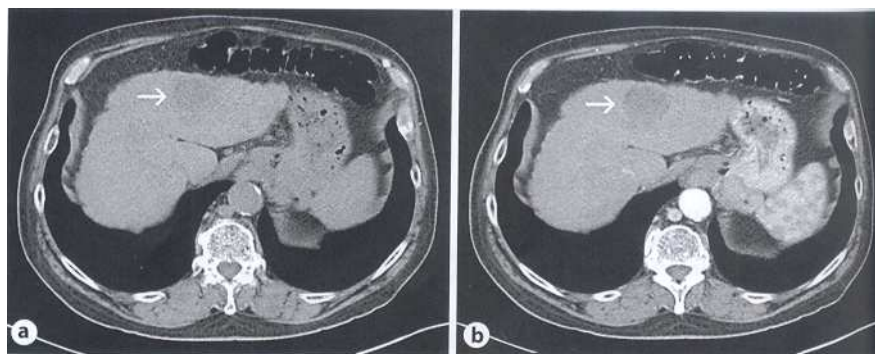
6: Image CT d'un CHC hypo vasculaire dans un foie cirrhotique. Le CHC est une lésion hypodense ronde identifiée par une flèche: (a) au temps artériel et (b) au temps veineux [247].
